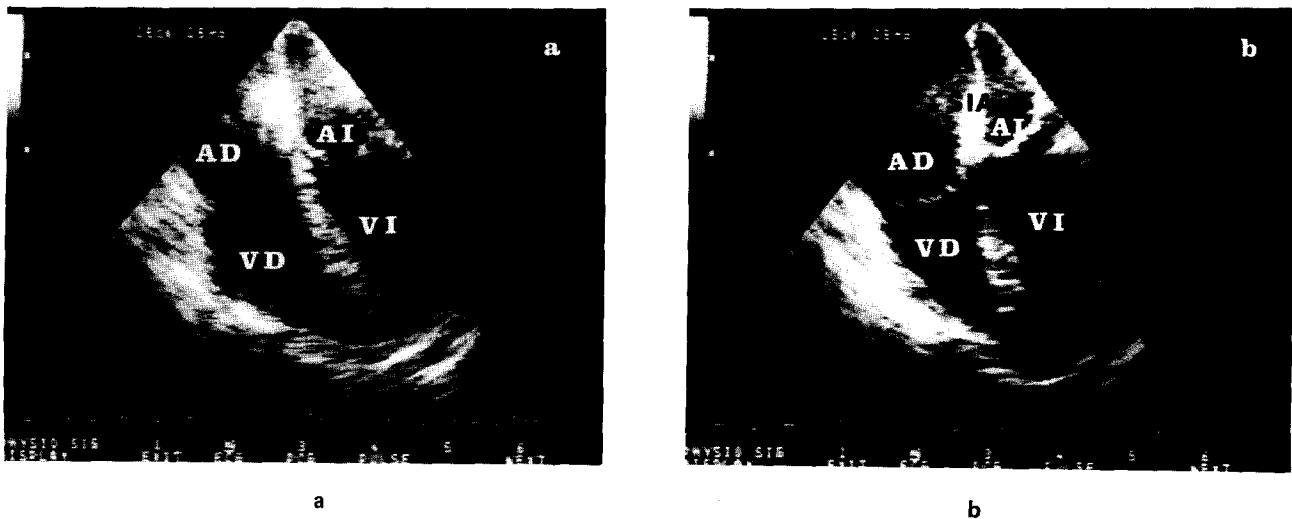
Ecocardiograma transesofágico en diástole (a) y sistole (b) del paciente 7, quien presentaba síndrome de bajo volumen minuto. Se observa dilatación de la cavidad ventricular derecha, acinesia de la pared libre y escasos cambios de volumen entre diástole y sistole. El desplazamiento del tabique interauricular es indicativo del aumento de la presión auricular derecha. AD: aurícula derecha. VD: ventrículo derecho. AI: aurícula izquierda. VI: ventrículo izquierdo. SIA: tabique interauricular.
